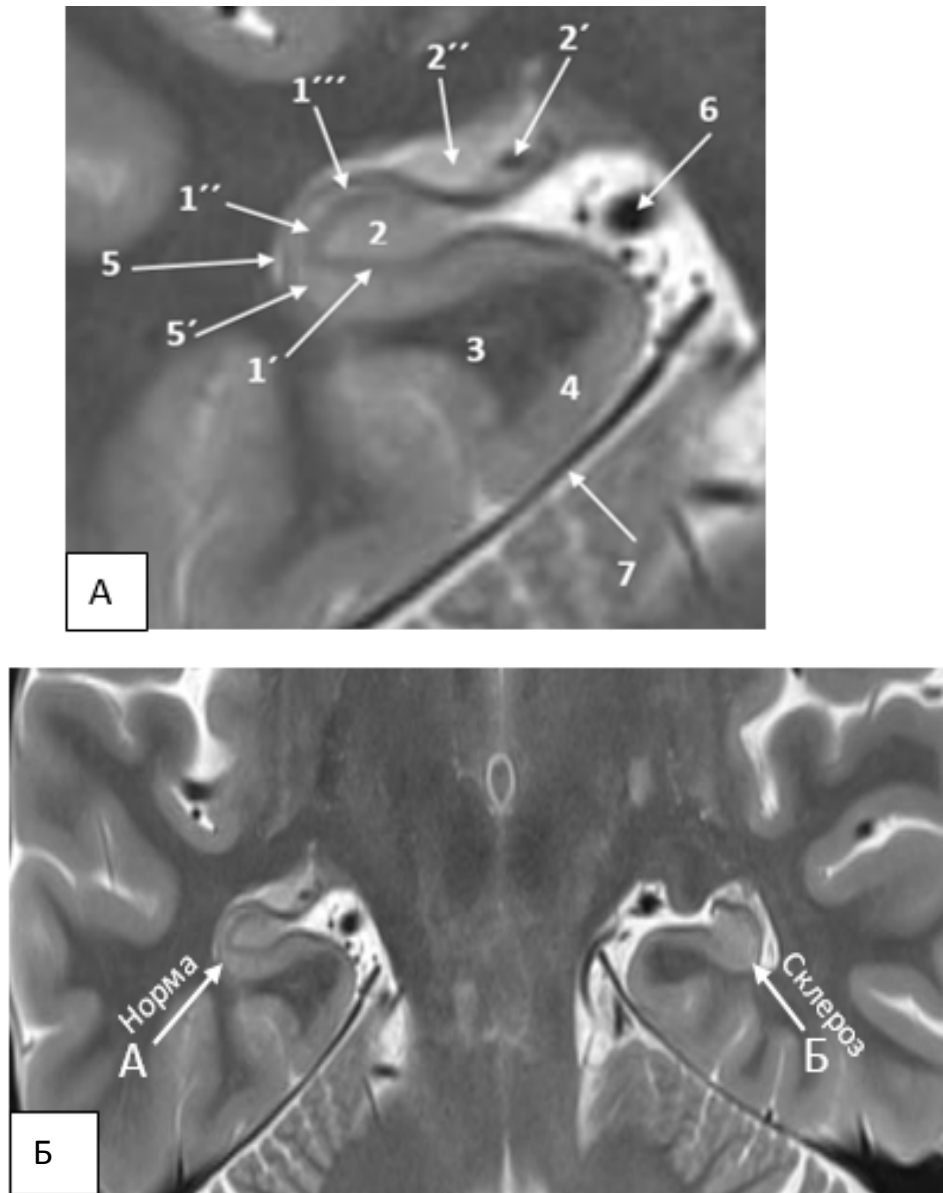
Склероз гиппокампа слева. МРТ 3Т
